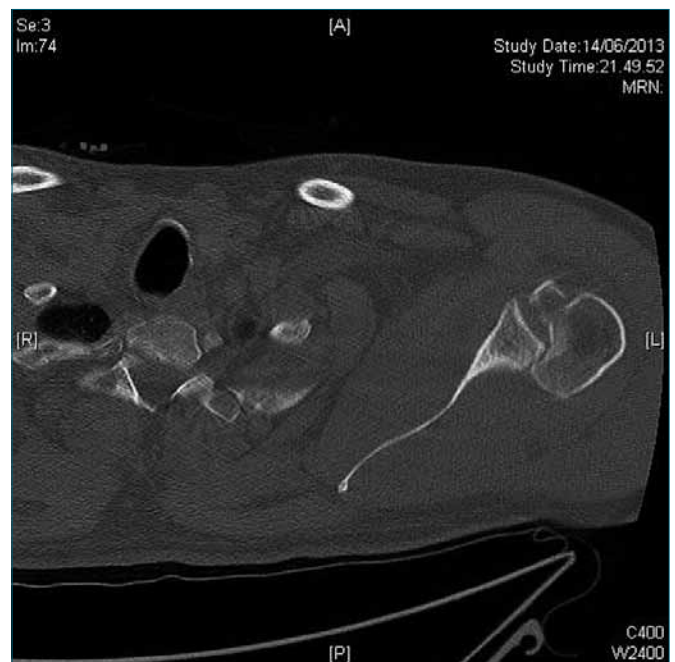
TC pre-intervento spalla sinistra.
